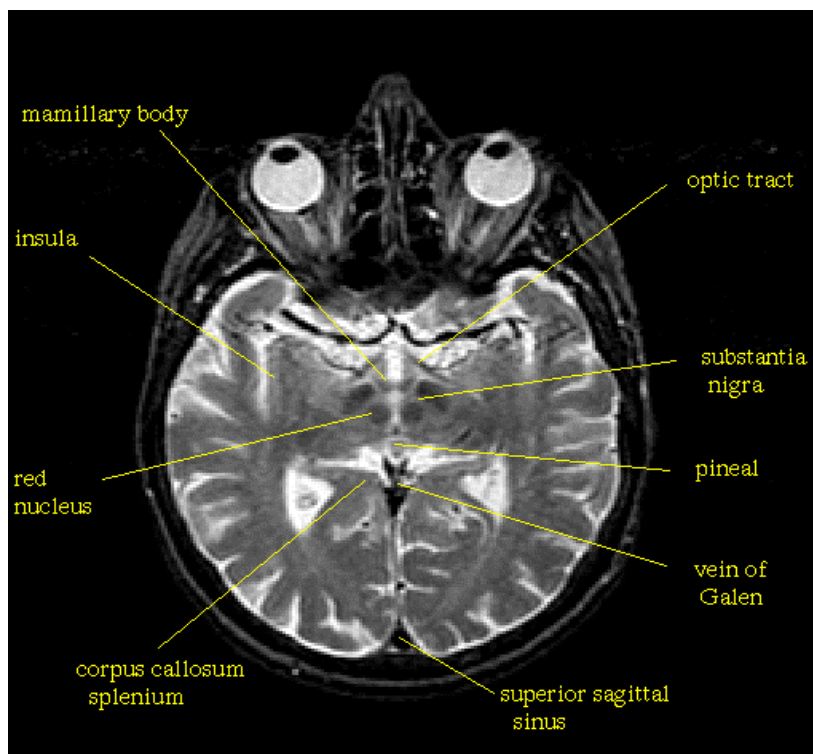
Horizontaler Schnitt durch das Gehirn (Magnet- Resonanz- Tomogramm) mit Darstellung von Augen, Sehnerv, Pinealkörper (Zirbeldrüse, Epiphyse) und Sehrinde
